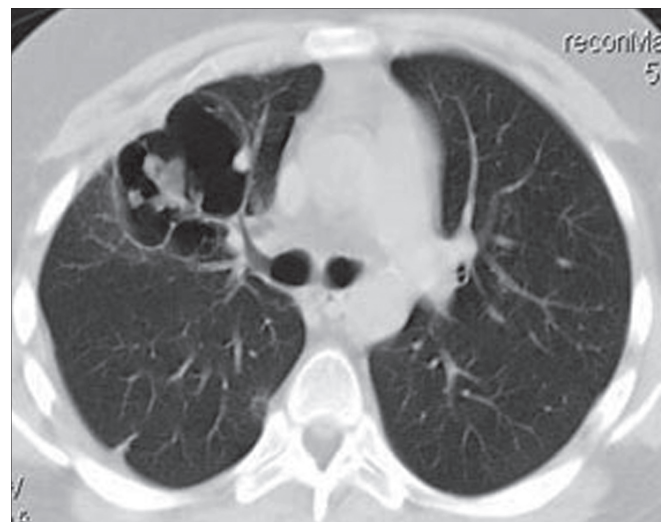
КТ-грамма при гранулематозе Вегенера.
